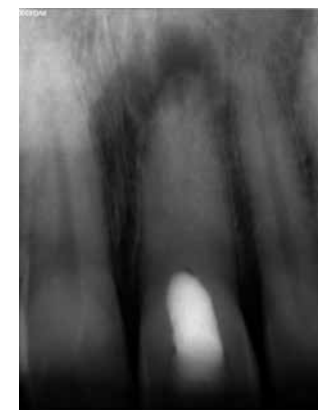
Raio-X Periapical Pré-operatório: Periodontite apical do 21.
